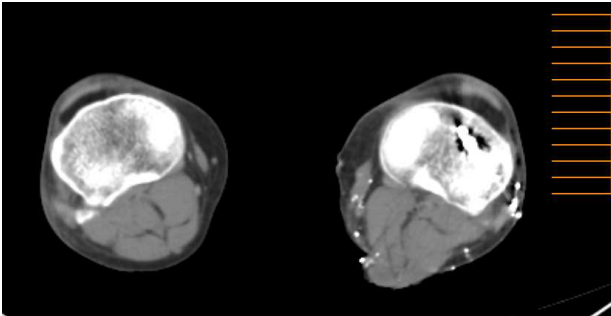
死後 CT 像。左大腿部に多数の金属片が認められる。
